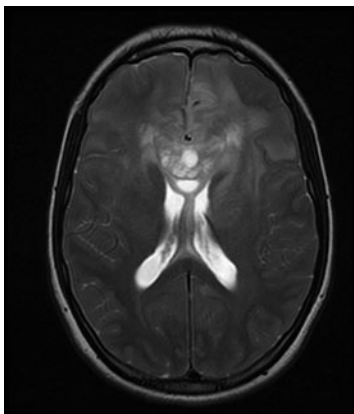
RM cerebral se objetiva glioblastoma multiforme.
